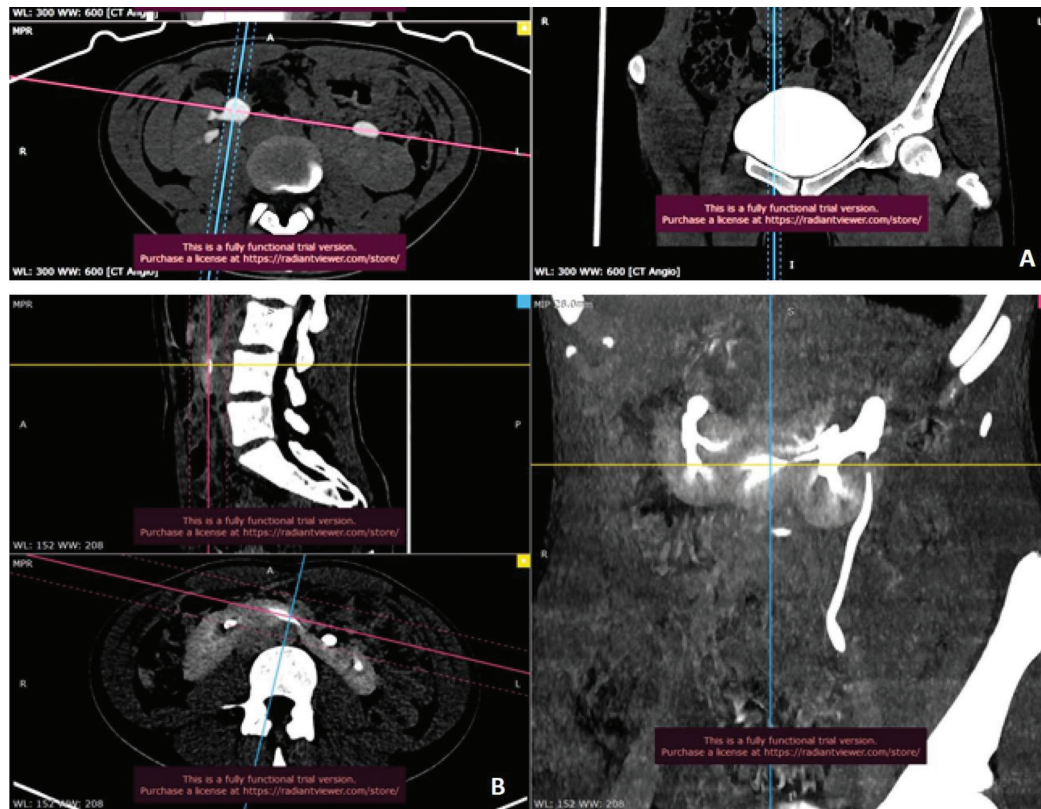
А і В. Дівчинка П. 17 років. Підковоподібна нирка. MIP- і MPR-реконструкції КТ. Екскреторна фаза.
